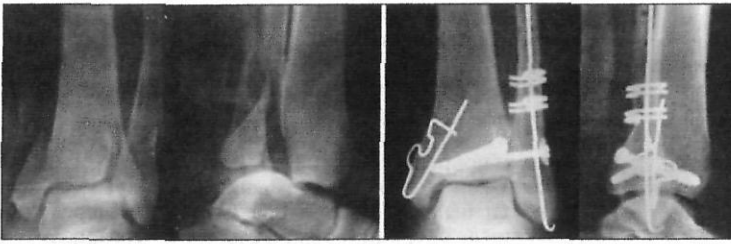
Фото рентгенограмм пациентки П. 36 лет с трехлодыжечным пронационным переломом; а.- до операции; б.- через пять месяцев после остеосинтеза с применением стягивающих скоб с эффектом памяти формы, межберцовый синдесмоз фиксирован винтом.
